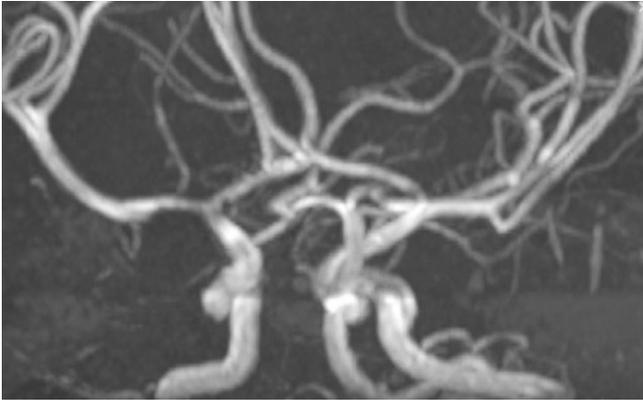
▲ 2-jähriger Junge mit transienter fokaler Arteriopathie nach Varizelleninfektion: Magnetresonanz(MR)-Angiographie mit Stenosierung/Irregularitäten im Bereich der distalen A. carotis interna, proximalen A. cerebri media und A. cerebri anterior rechts. (Mit freundl. Genehmigung, Copyright© PD Dr. M. El Koussy, Inselspital, Universitätsspital Bern; alle Rechte vorbehalten)
